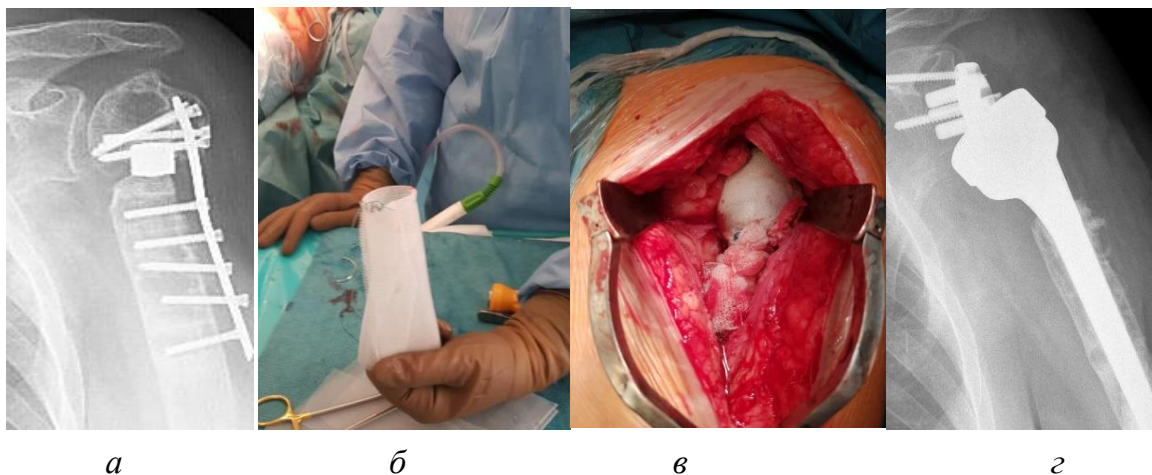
Методика формирования искусственной капсулы эндопротеза, выполненная при лечении пациентки Ч.О.Е, 54 года: *а* – предоперационная рентгенограмма плечевого сустава; *б* – моделирование капсулы сустава из синтетической сетки; *в* – интраоперационный результат; *г* – послеоперационная рентгенограмма
